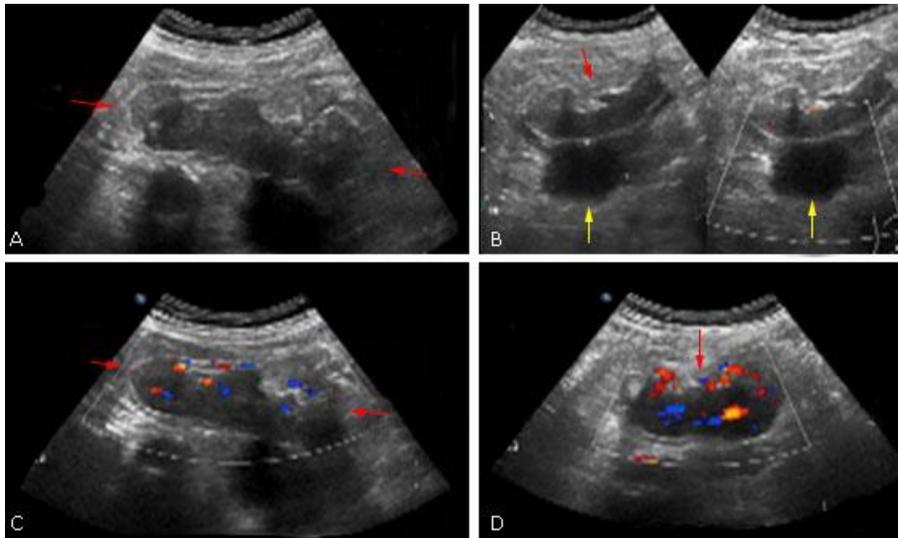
A-B. Ultrasonido renal en modo M, vista longitudinal y transversal. Riñón izquierdo localizado en fosa iliaca izquierda, con malrotación renal anterior (flechas rojas) Quiste simple en tercio medio (flechas amarillas); C-D. Ultrasonido renal. Doppler color, vista longitudinal y transversal del riñón izquierdo ectópico: muestra adecuada señal vascular.
